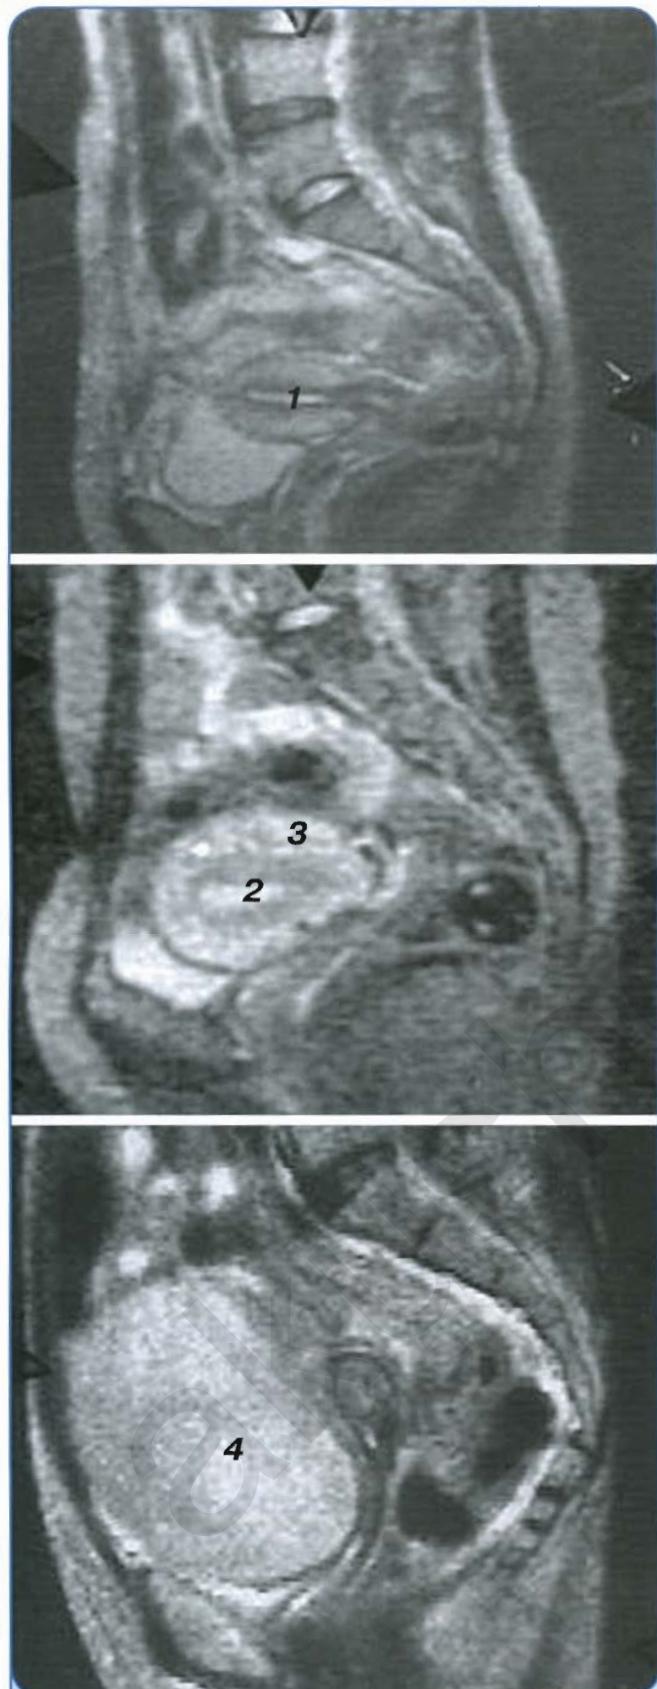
МРТ. Внутренние половые органы:
